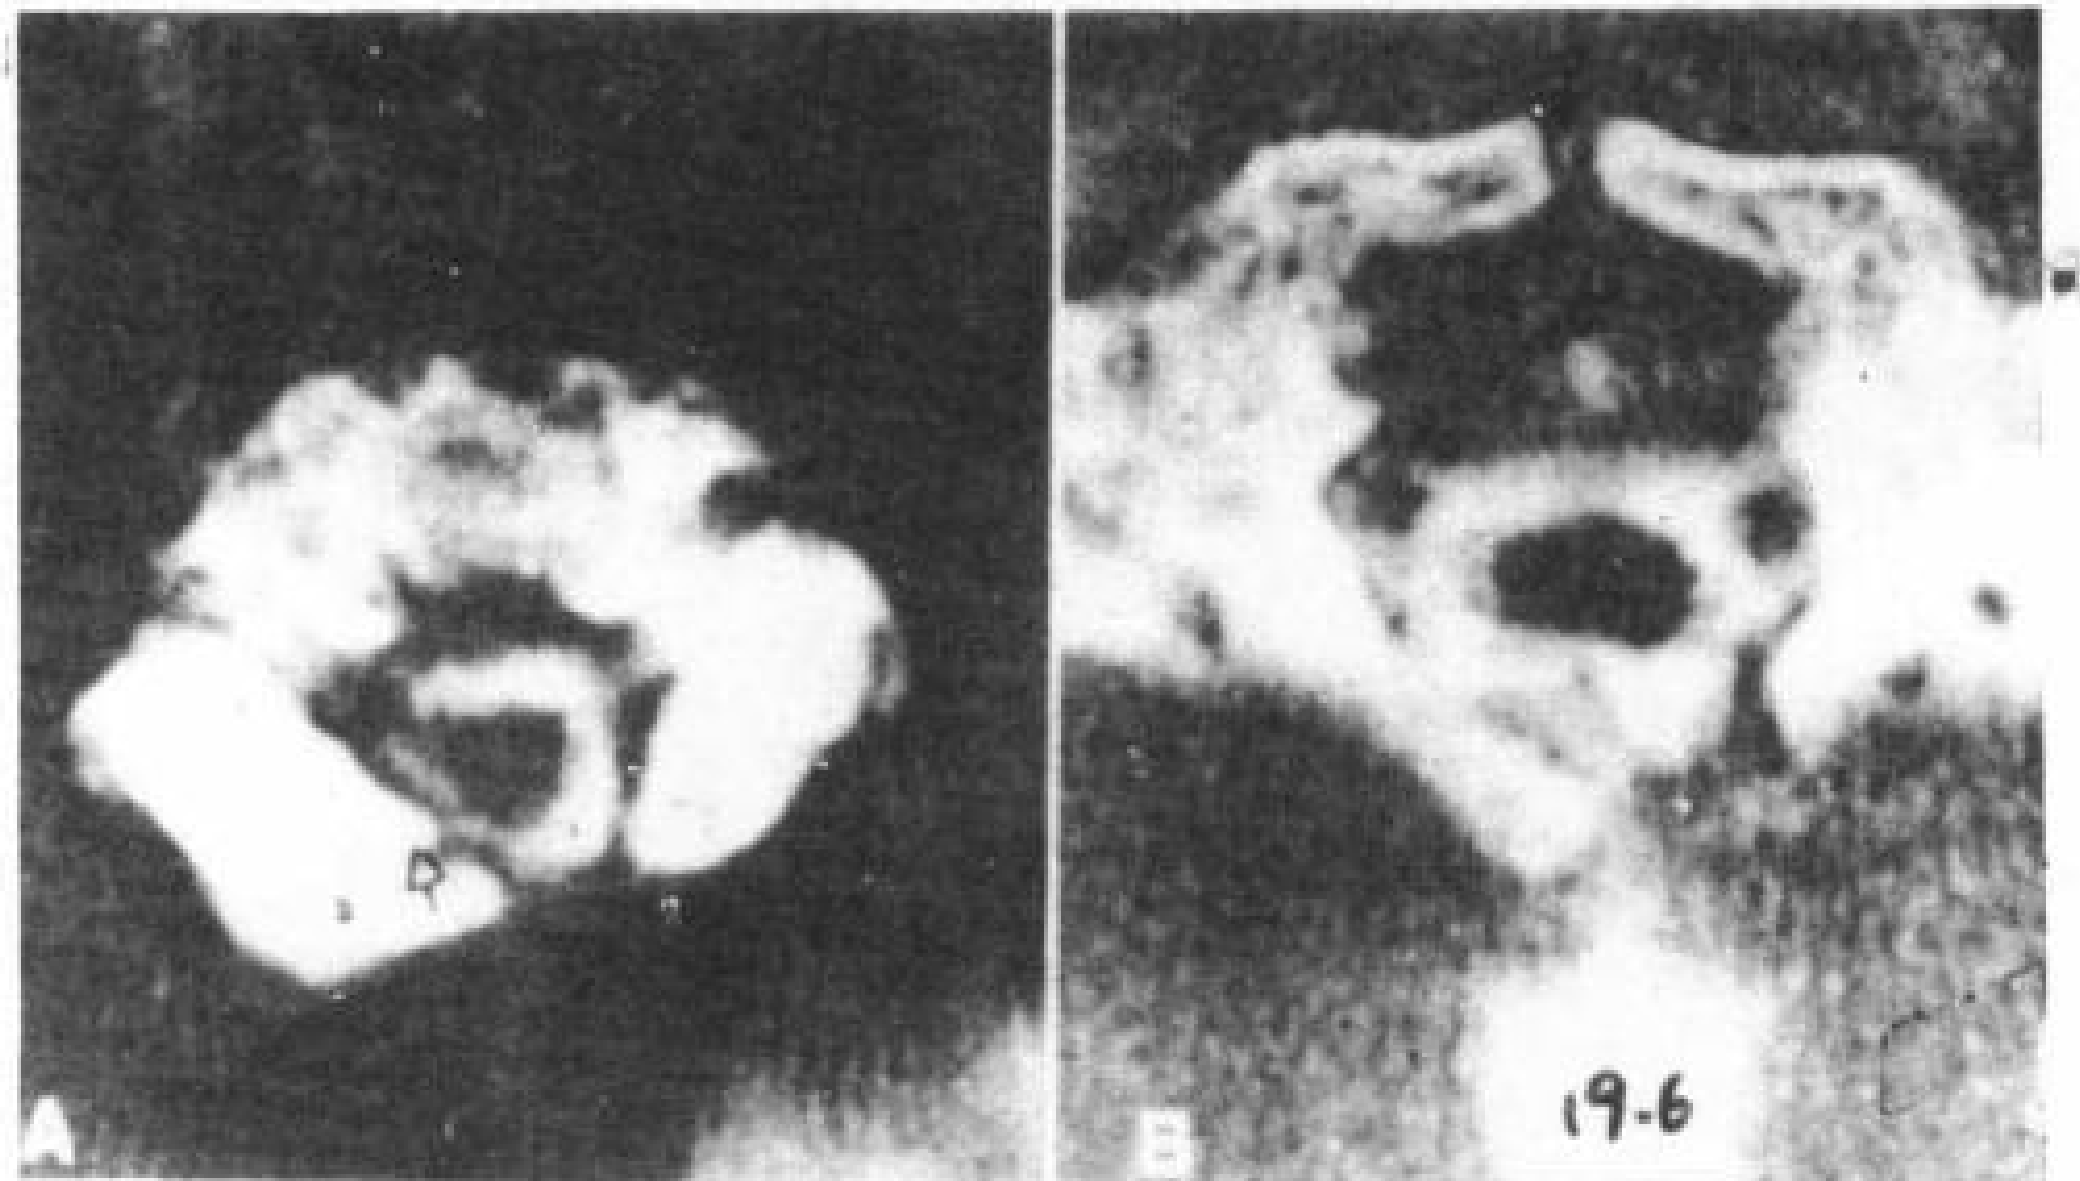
6 Morquio 氏综合症 (MPS-IV)。一岁女孩，增强脊髓 CT。
